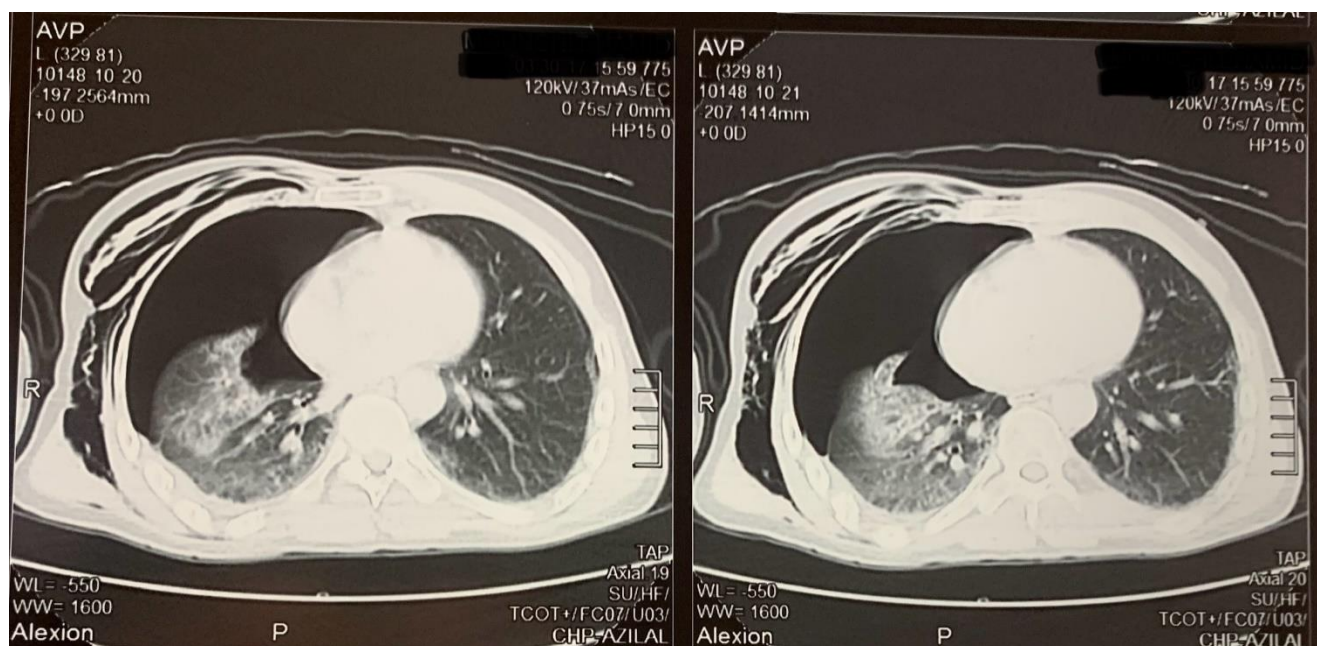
TDM thoracique objectivant un foyer de contusion pulmonaire intéressant le coté droit associé à un pneumothorax droit de grande abondance chez un patient de 45 ans victime d'AVP occasionnant chez lui un TTF. Hôpital militaire Avicenne Marrakech
